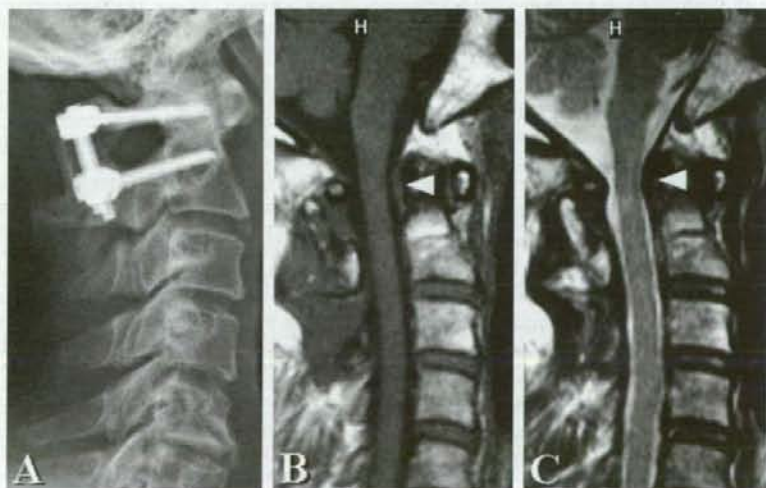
(A) Plain lateral radiograph obtained 1 year after surgery, showing successful C1–C2 fusion with the instrumentation system and grafted bone from the iliac crest. Mid-sagittal (B) T1-weighted and (C) T2-weighted MRIs obtained 1 year after surgery showing adequate decompression of the spinal cord at C1 and regression of the retro-odontoid mass (arrowheads).
